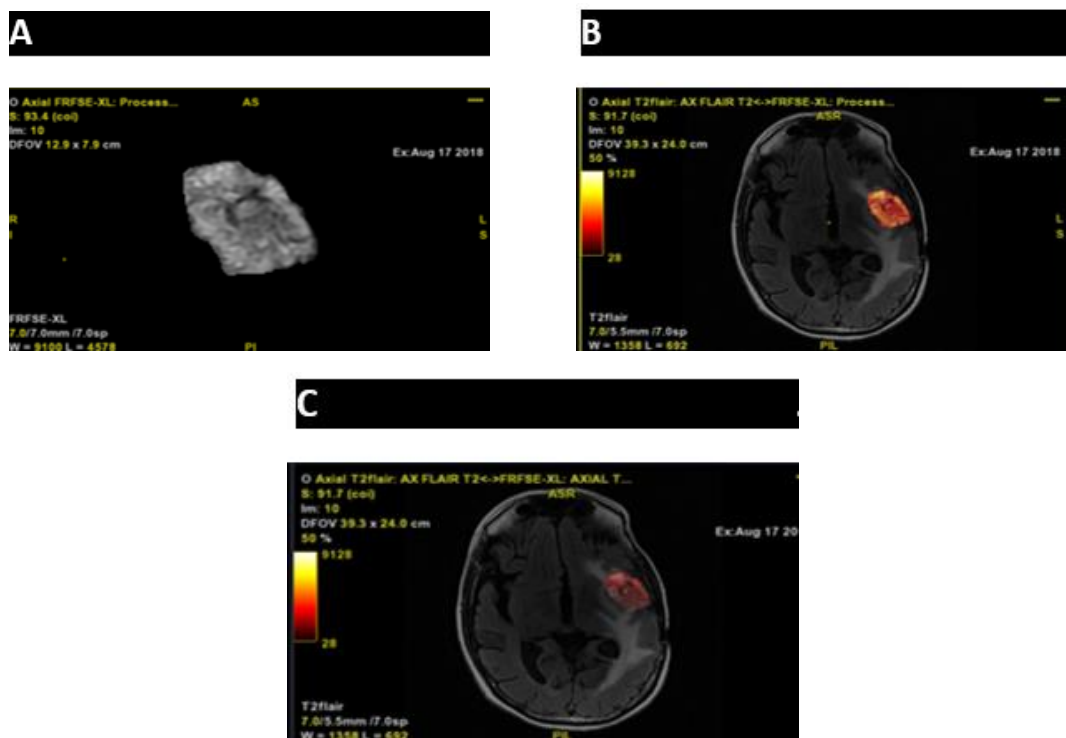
A) Segmentació del tumor equivalent a la Regió d'Interès. B) Corregistre de la seqüència FLAIR amb el tumor després d'haver realitzat un correjstre anterior. C) Corregistre de la seqüència FLAIR amb el tumor sense haver realitzat un correjstre previ [Font pròpia].
